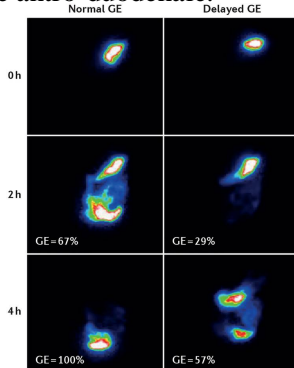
Images scintigraphiques de la vidange gastrique [22]. GE : Vidange gastrique.
